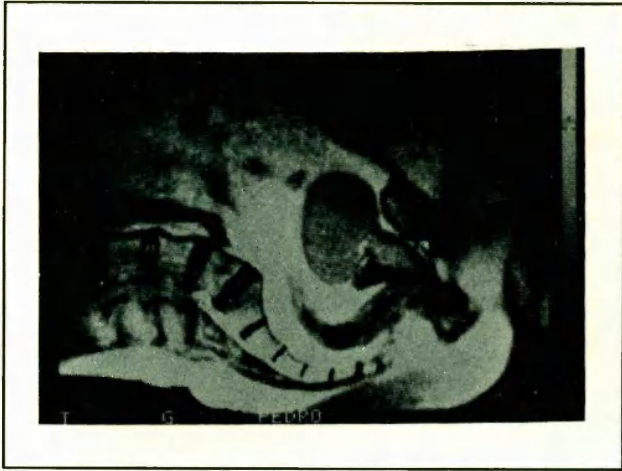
RMN. Corte sagital. Próstata aumentada de tamaño.
